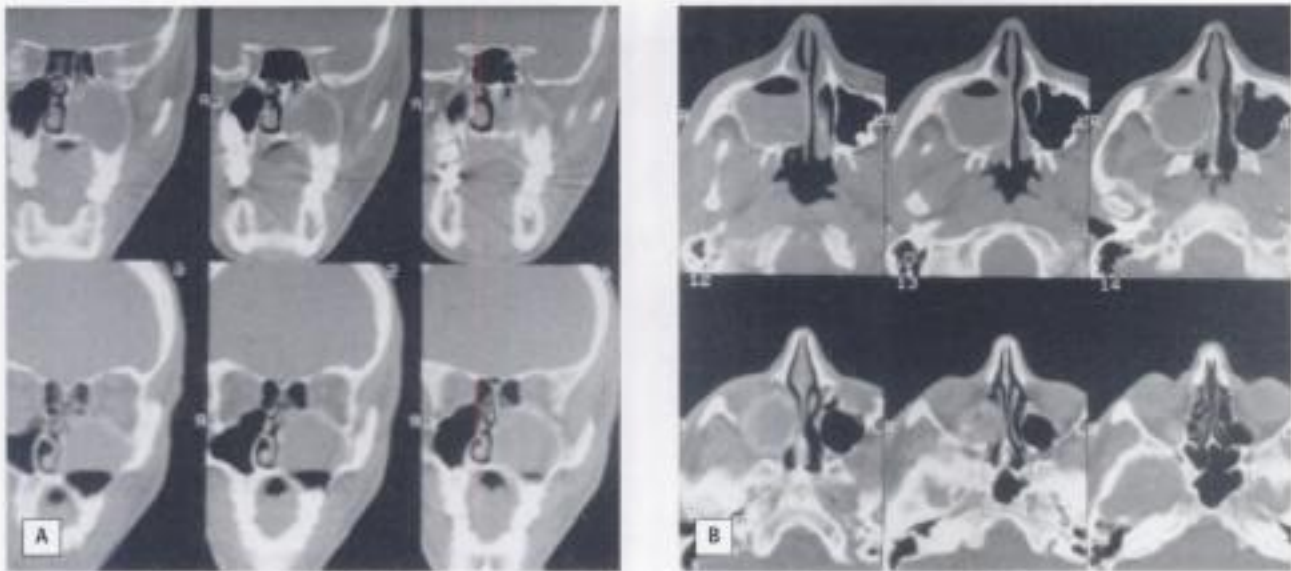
Tomografía axial de un quiste antral de origen dentario. A) Cortes frontales. B) Cortes axiales.
